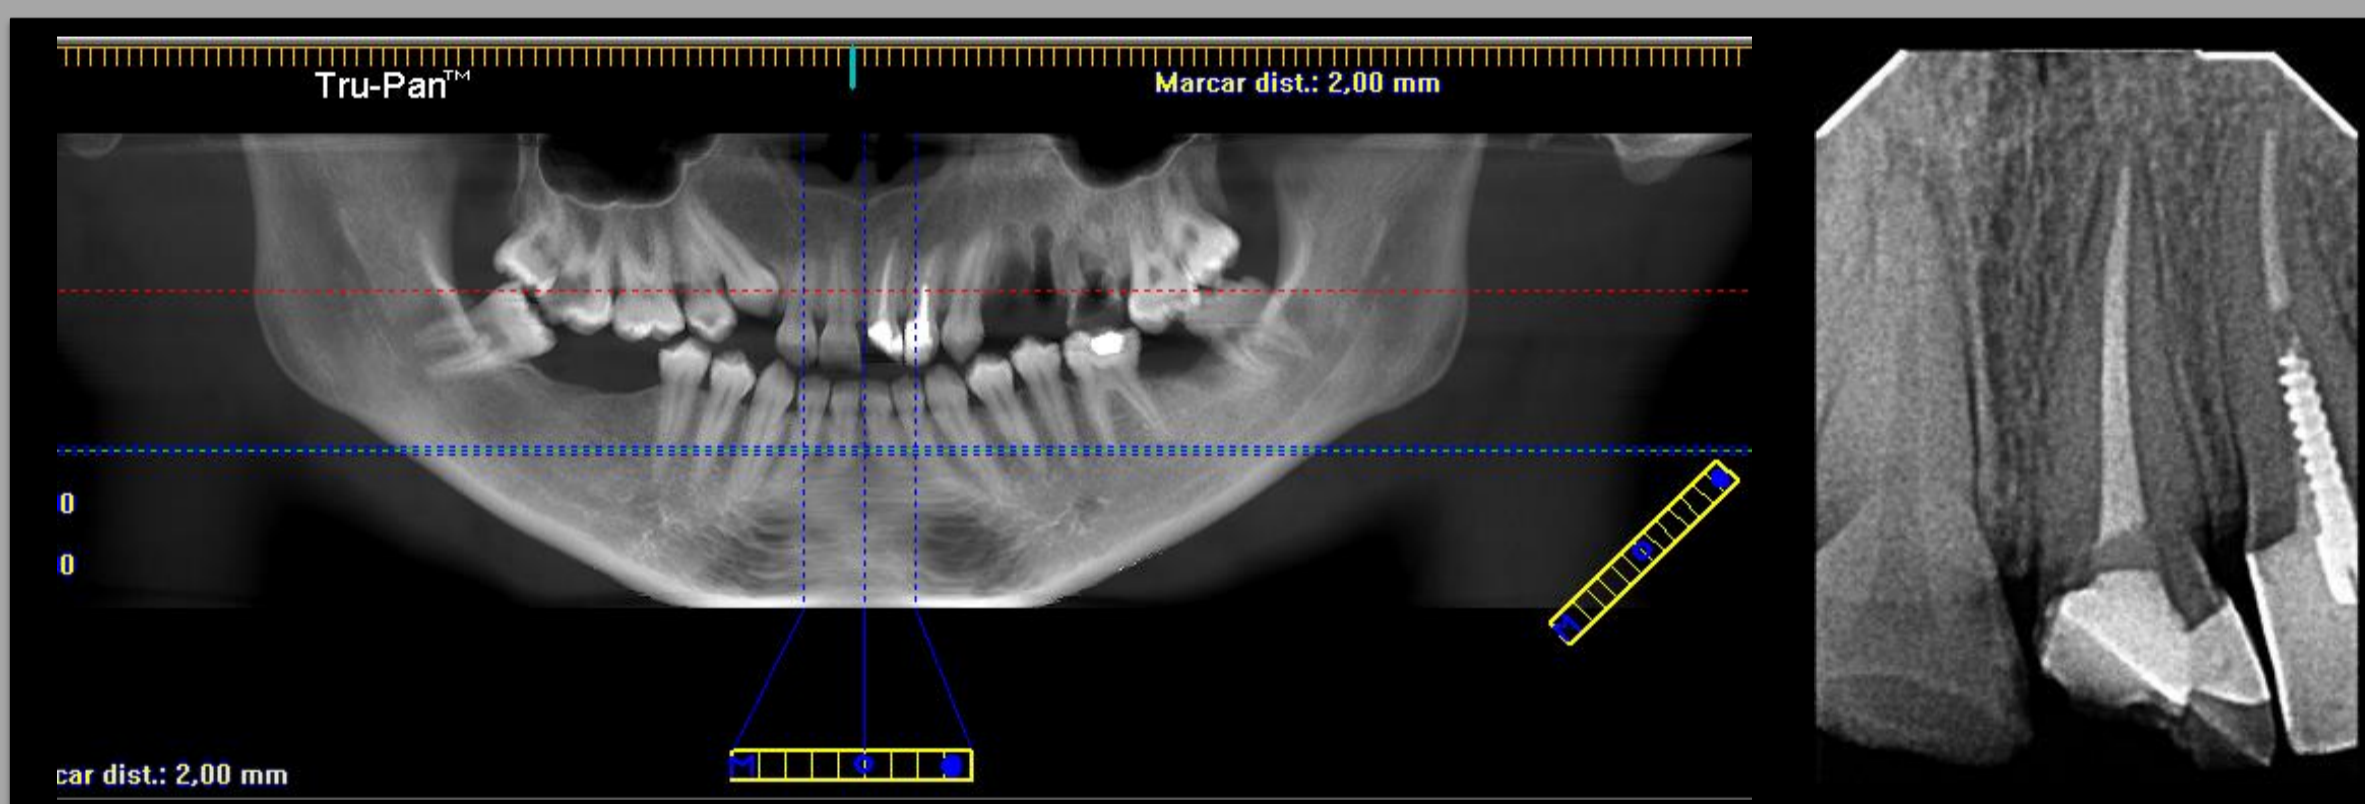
Ortopantomografia e RX periapical iniciais
